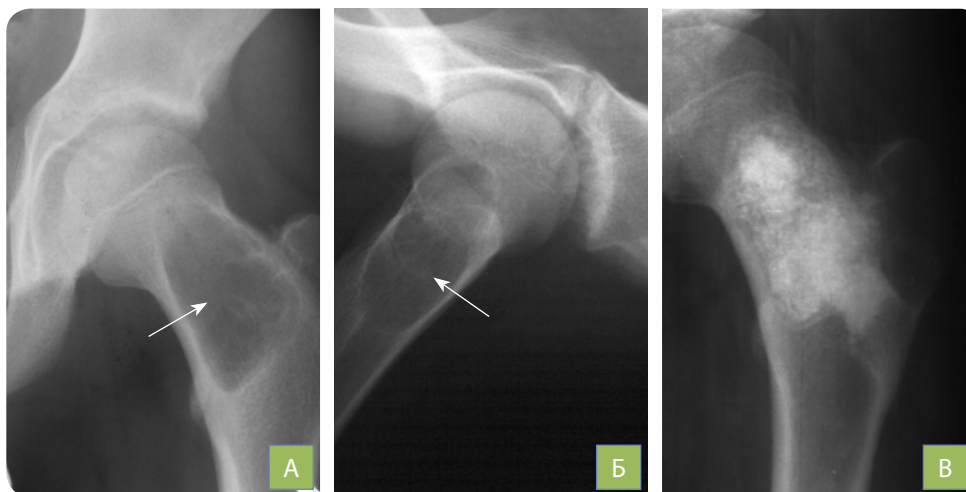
Рентгенограма шийки стегнової кістки: А—Б — солітарна кісткова кіста в стадії відмежування; В — через 6 міс. після операції внутрішньокісткової резекції з пластикою біологічним остеопатитом: чітка біодеградація керамотрансплантата з осередками відновленої кістки в місцях пластики
